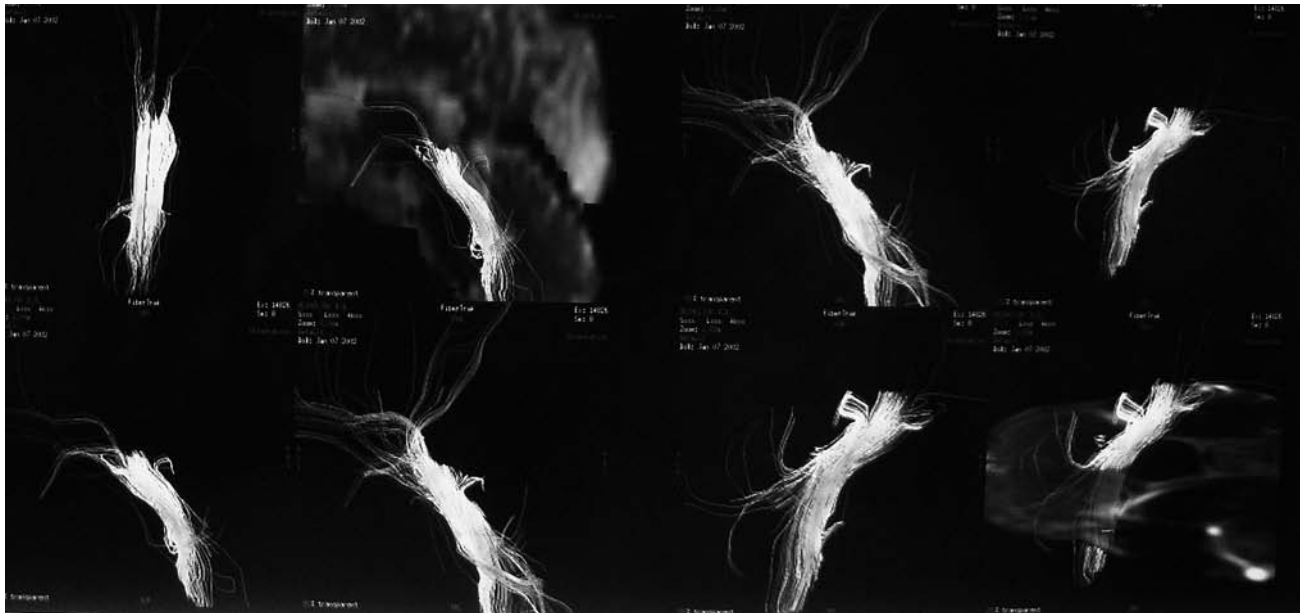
Наблюдение № 2. МРТ + трактография. Гипердренажное состояние — узкие желудочки мозга и двухстороннее субдуральное скопление жидкости. Тракты оральных отделов ствола раздвинуты и сдавлены объемным образованием покрывшки четверохолмия (текतालнaя глиома)
